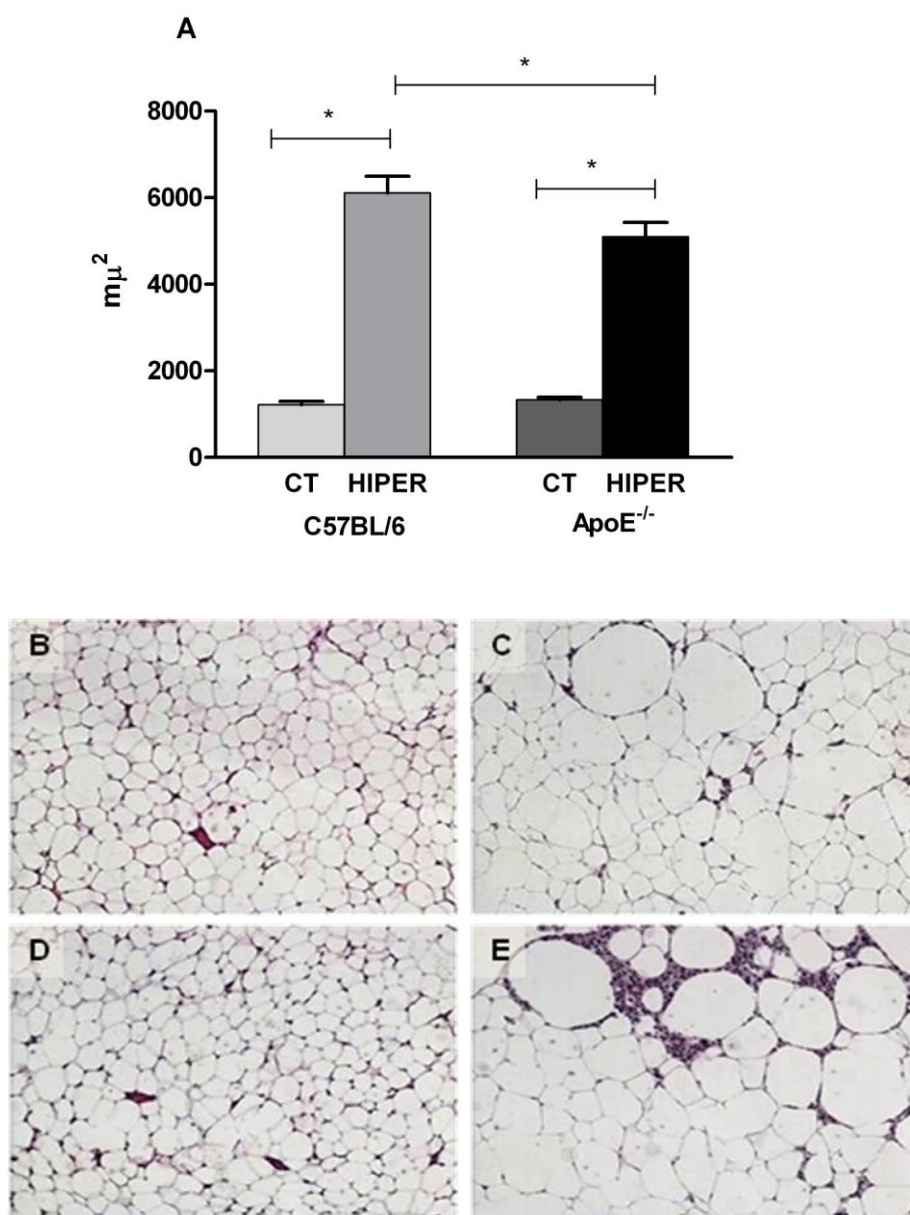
Área do Adipócito (A) do tecido adiposo epididimal (visceral) corados com hematoxilina/eosina. Camundongos C57BL/6 CT (B) e HIPER (C) e ApoE^{-/-} CT (D) e HIPER (E) ApoE^{-/-}. As barras representam média \pm erro padrão; n = 6 por grupo; * p < 0,05; ANOVA *one-way*; pós-teste Newman-Keuls. As fotos foram analisadas com aumento de 100X.
